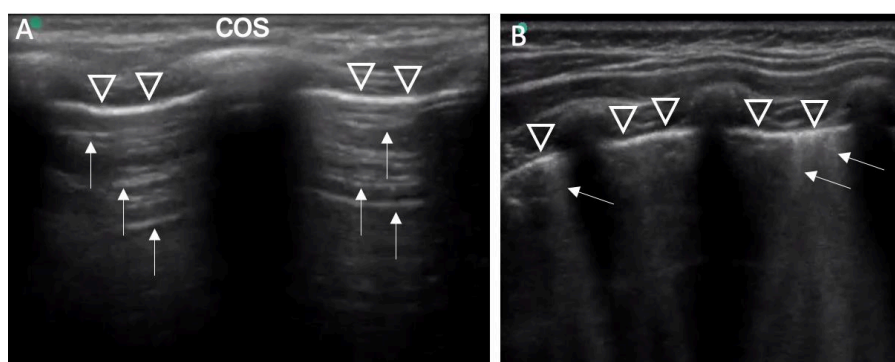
Líneas A y líneas B en ecografía pulmonar clínica. A: Las líneas A (flechas) son artefactos hiperecoicos que corresponden con una imagen de repetición de la línea pleural (puntas de flecha); B: Las líneas B (flechas) son artefactos hiperecoicos que nacen en la pleura (puntas de flecha) y descienden sin desvanecerse. cos: costilla. Figuras de autor.
